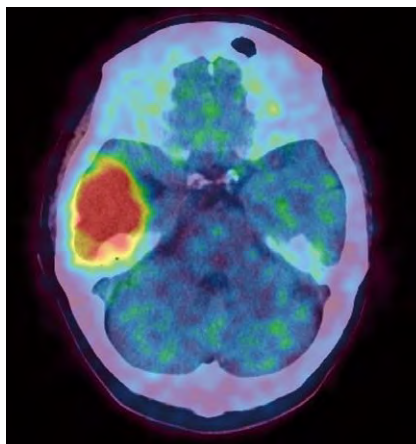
膠芽腫症例に放射性 ^{64}Cu -ATSMを投与した後のPET/CT画像
